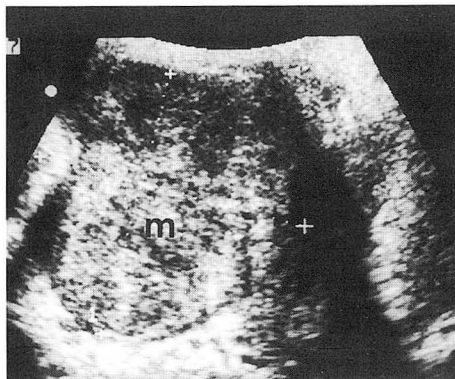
Perineal ultrasonography shows a well marginated mass(m), with homogeneous echogenicity.
